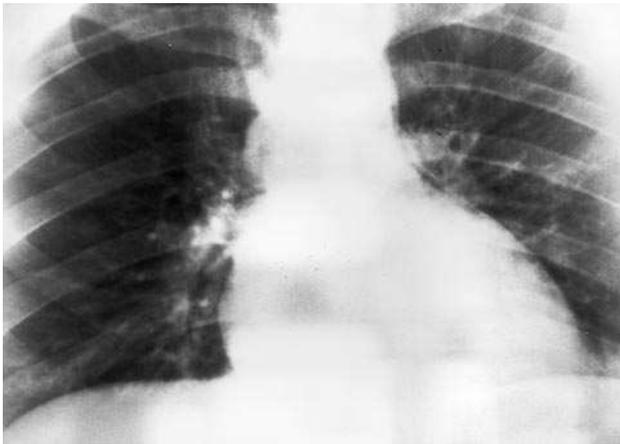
Radiografía simple de tórax postero-anterior en la que se evidencia la presencia de aire en la cavidad pericárdica y alrededor de los vasos del cuello.
